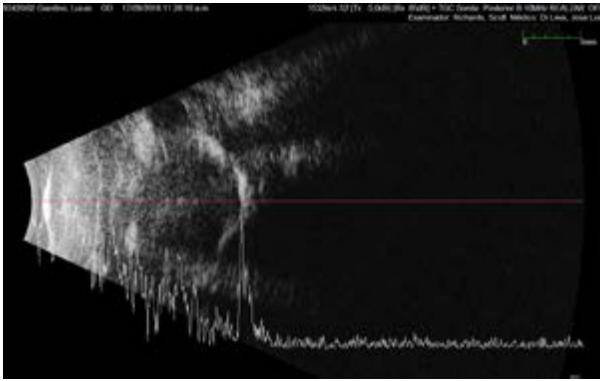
Ecografía ojo derecho. Largo axial disminuido, pliegues conoideos, ecos de alta reflectividad con poca movilidad compatible con desprendimiento de retina crónico.
